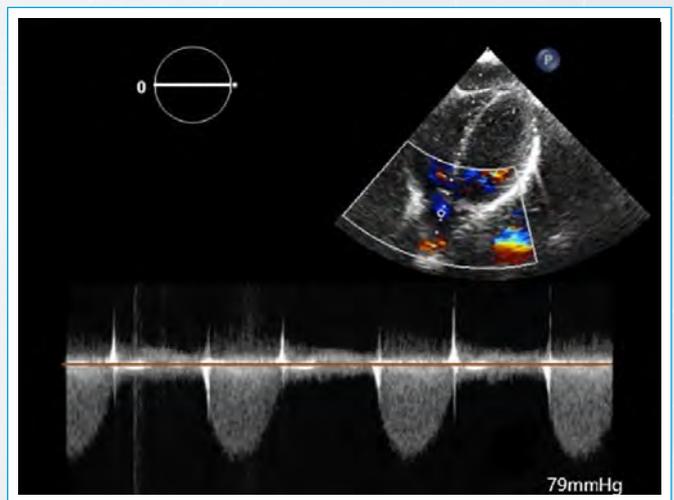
ETT bidimensional con vista de cinco cámaras. Con el Doppler color se observa flujo sanguíneo a nivel de la CIV subtronal y aceleración sistólica a nivel de la válvula troncal
